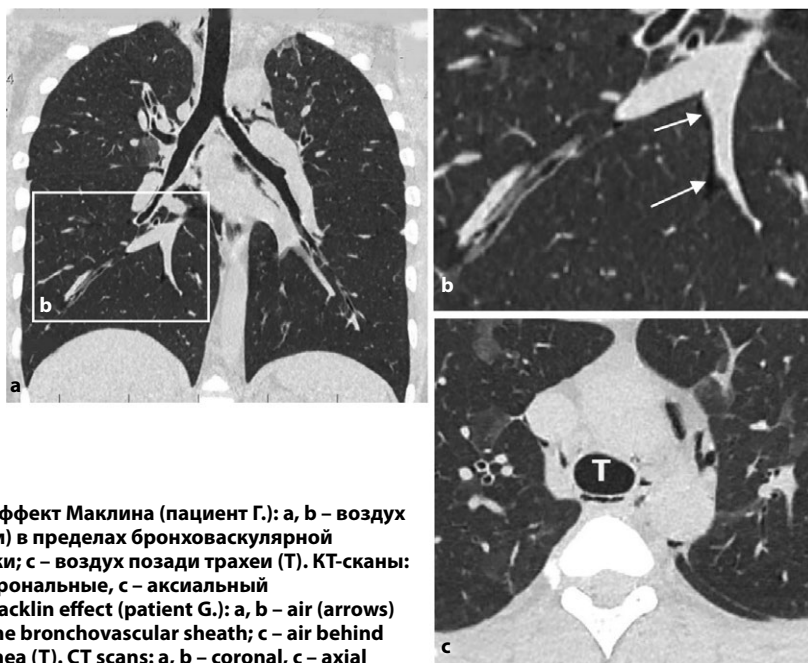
Эффект Маклина (пациент Г.): а, б – воздух (стрелки) в пределах бронховаскулярной оболочки; с – воздух позади трахеи (Т). КТ-сканы: а, б – корональные, с – аксиальный
